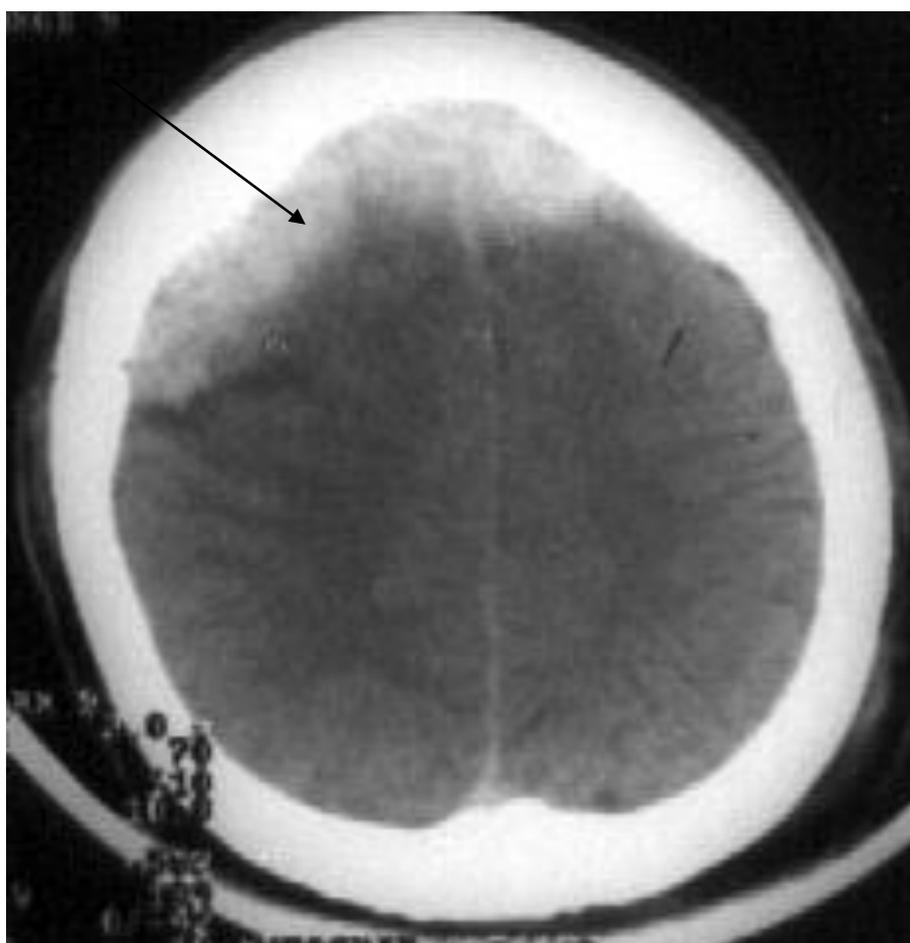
КТ головного мозга больного С., 45 лет, и/б. 176/84 с диагнозом эпидуральная гематома лобной области справа, средних размеров (64 мл)
